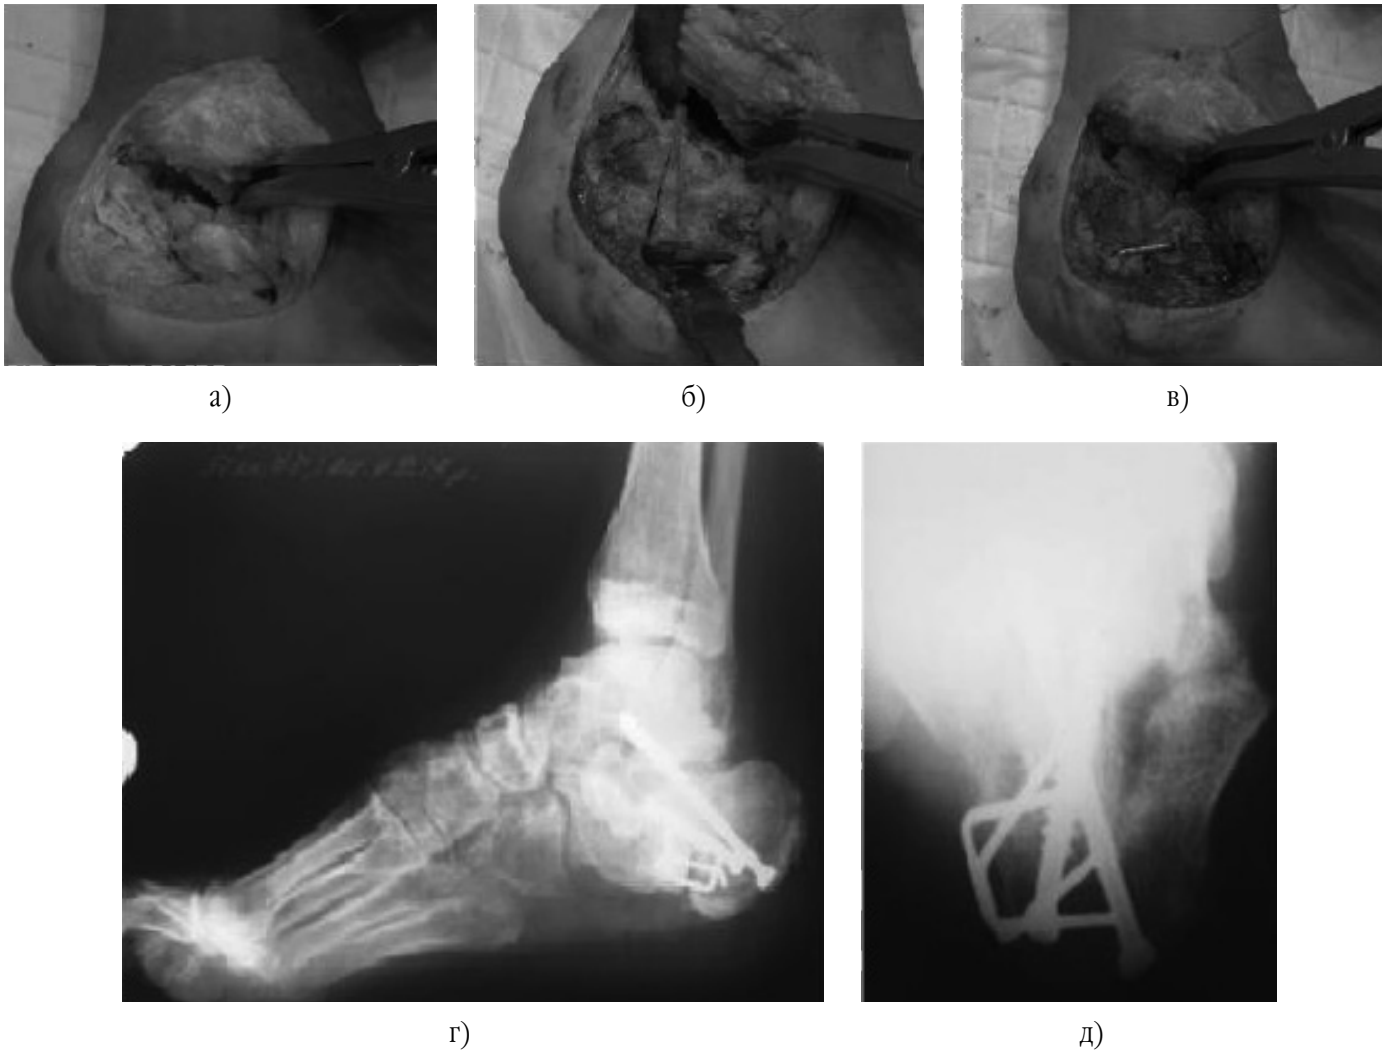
Вигляд операційної рани та рентгенограми після оперативного втручання:
